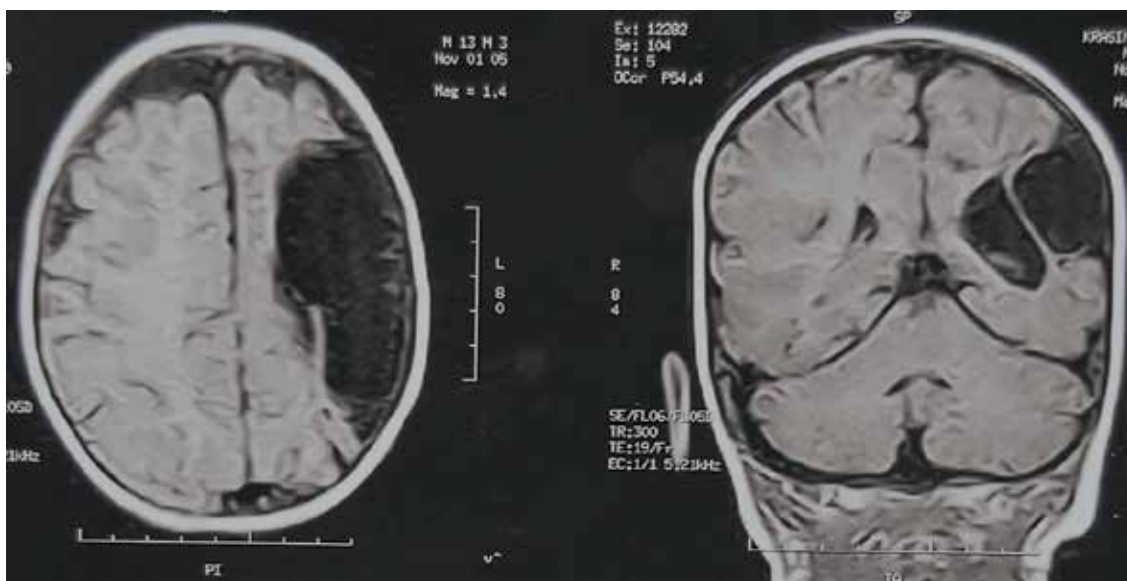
Пациент Г., 3 года. Результаты магнитно-резонансной томографии головного мозга: кистозно-глиозная трансформация в зоне кровоснабжения средней мозговой артерии слева
